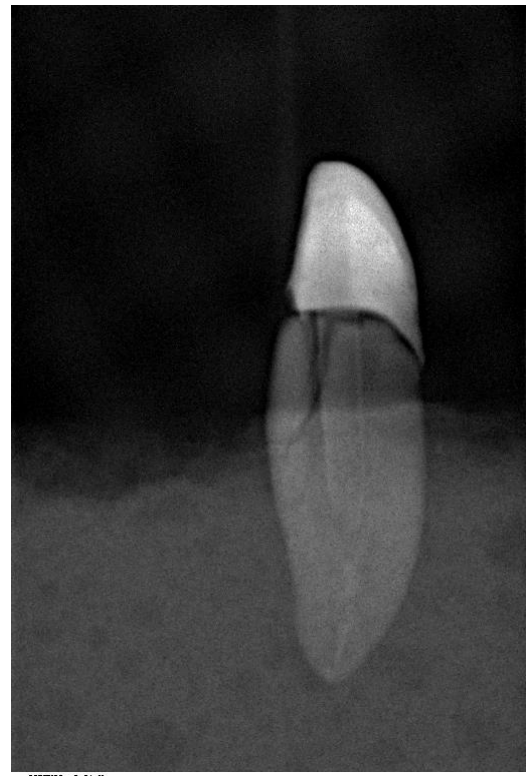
Рентгенограма зубів групи Res Fib F+: а, б – тріщина збереженої коронкової частини зуба
